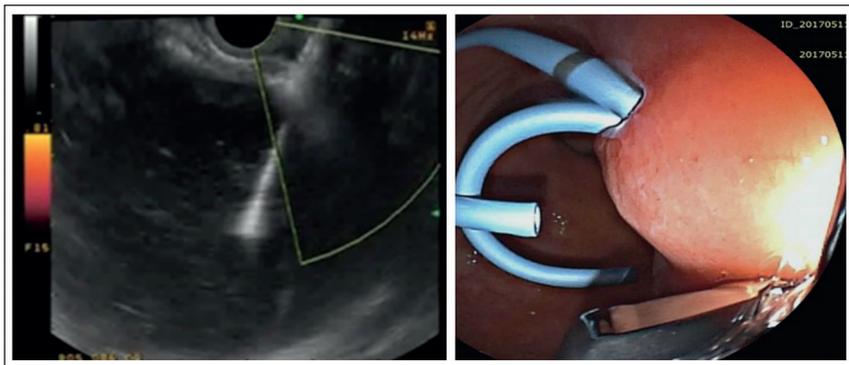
Drenaje de colección líquida pancreática mediante ultrasonido endoscópico y colocación de prótesis plásticas.
